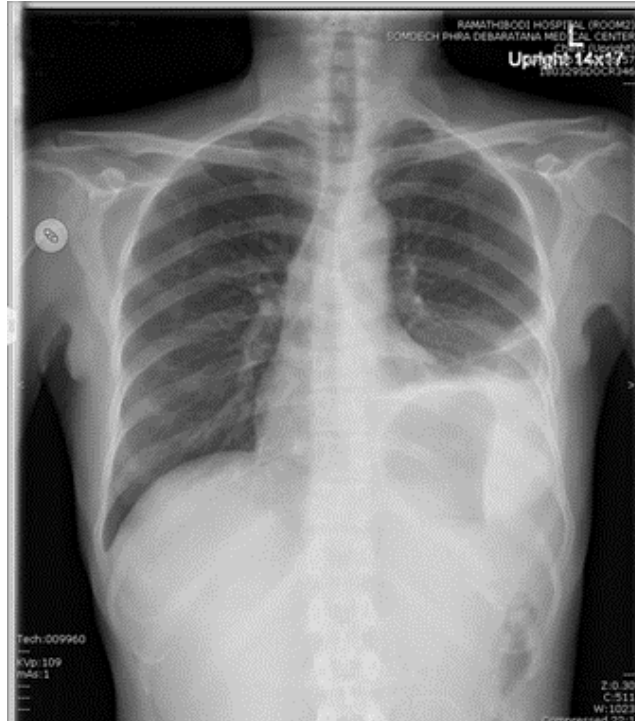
Chest radiograph on 29 March, 2018
